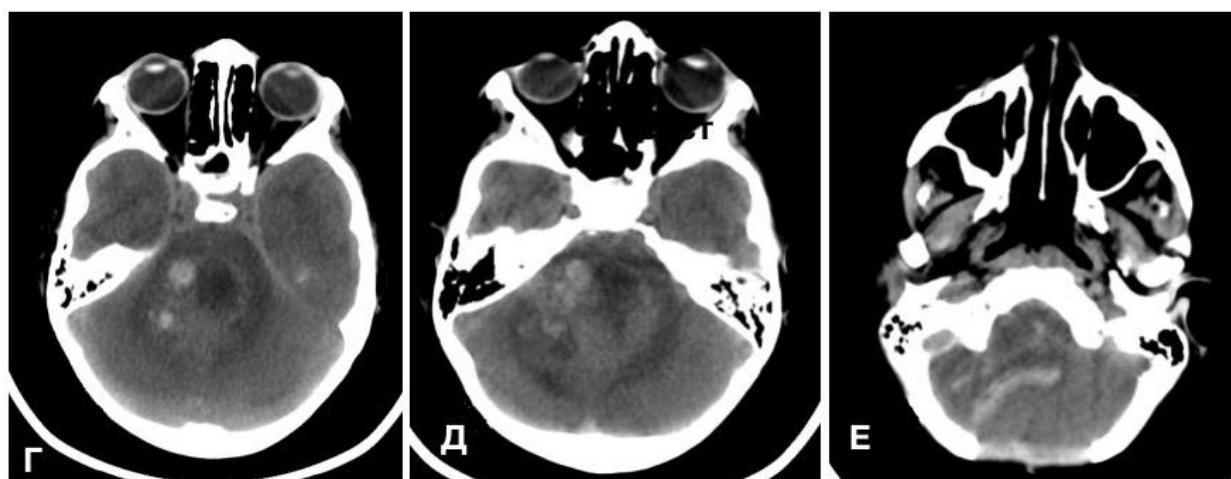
Данные КТ головы пациента Т., выполненной после постановки НВД. Г-Е – аксиальные срезы КТ головного мозга, демонстрирующие множественные очаги кровоизлияния в опухоль
